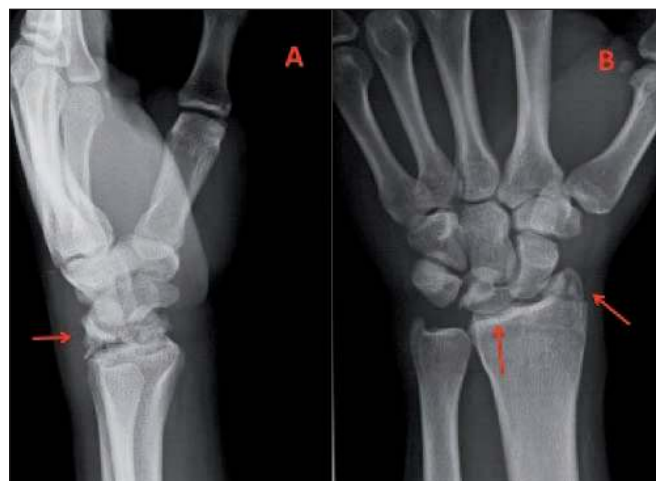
Radiografías simples: A lateral y B anteroposterior, postreducción, en las que se evidencian las fracturas de la estiloides radial y del hueso semilunar.
